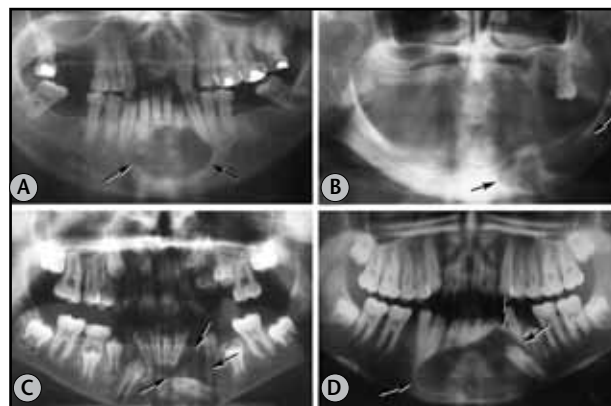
Tomografia panorâmica
